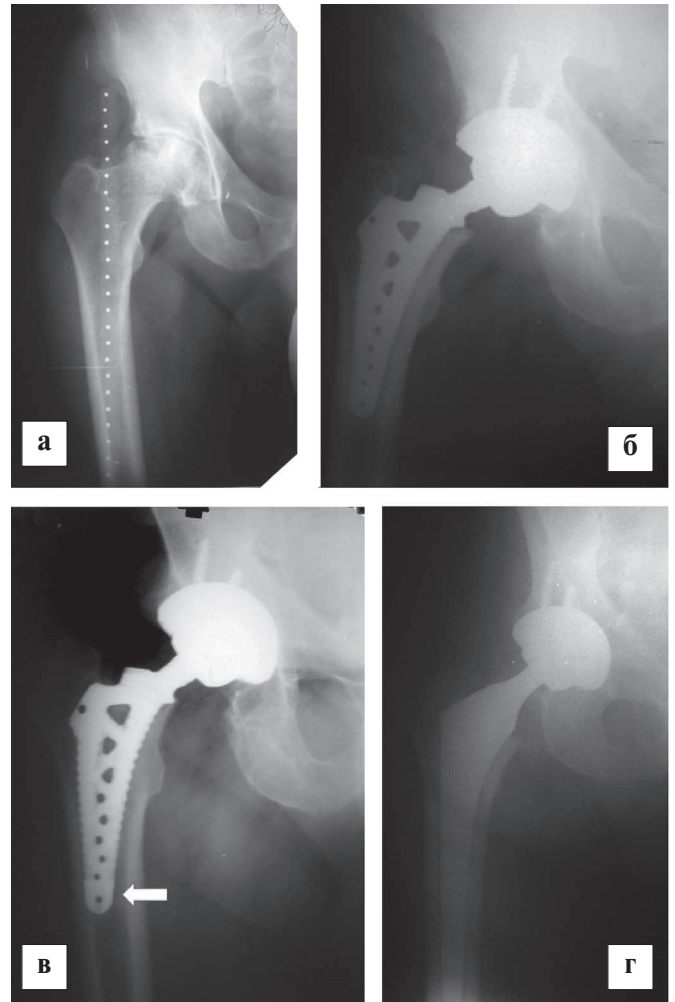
Фотовідбитки рентгенограм лівого кульшового суглобу хворого Є., 55 р., історія хвороби №78987, діагноз: асептичний некроз головки правої стегнової кістки IV ст.: а) до операції; б) після операції; в) через рік після операції, явища асептичної нестабільності ніжки (показано стрілкою) через надмірну вагу (120 кг) та раннє (за 2 тижні) надмірне навантаження на оперовану кінцівку; г) після операції заміни ніжки ендопротеза безцементною системою.
